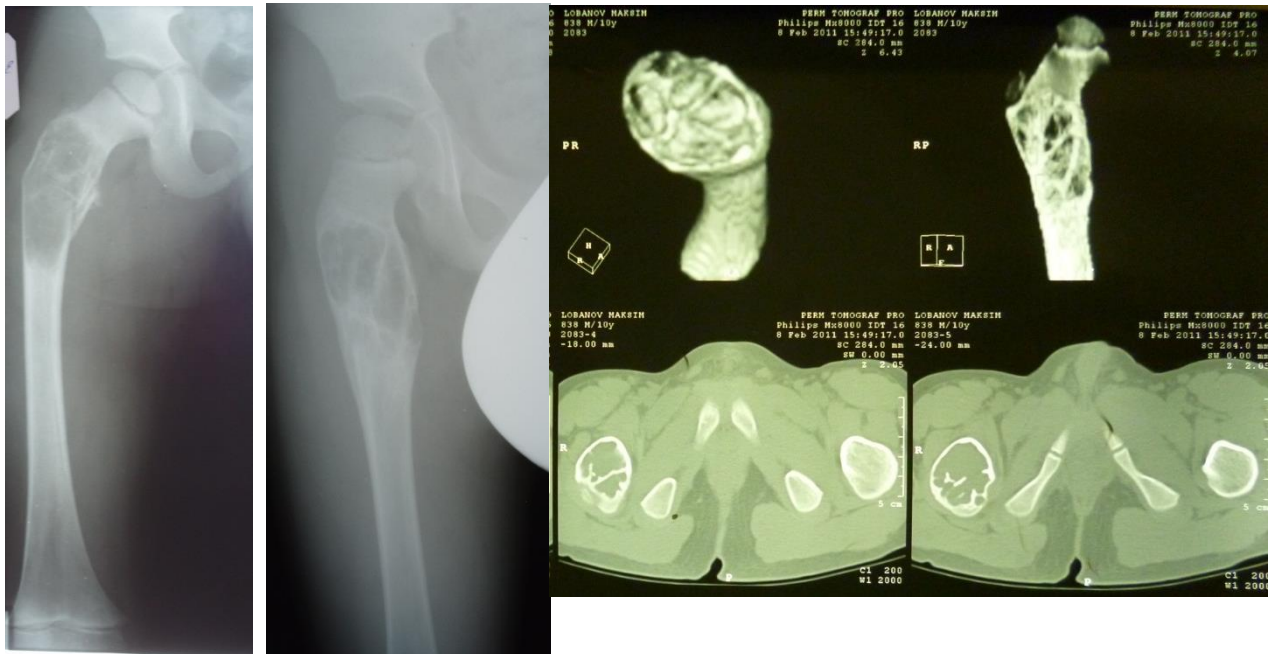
Больной Л., 5 лет. Слева – патологический перелом обширной костной кисты, справа – полная консолидация через 7 месяцев после травмы и данные КТ. Уменьшения полости кисты не произошло.
